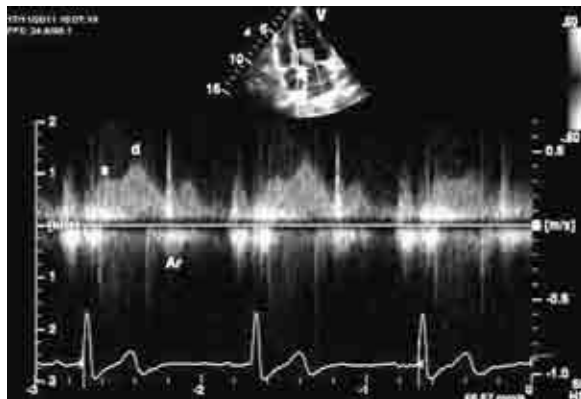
Fluxo nas veias pulmonares obtido por Doppler pulsado; S: pico de velocidade sistólica; D: pico de velocidade diastólica; Ar: pico de velocidade retrógrada durante a contracção auricular.
